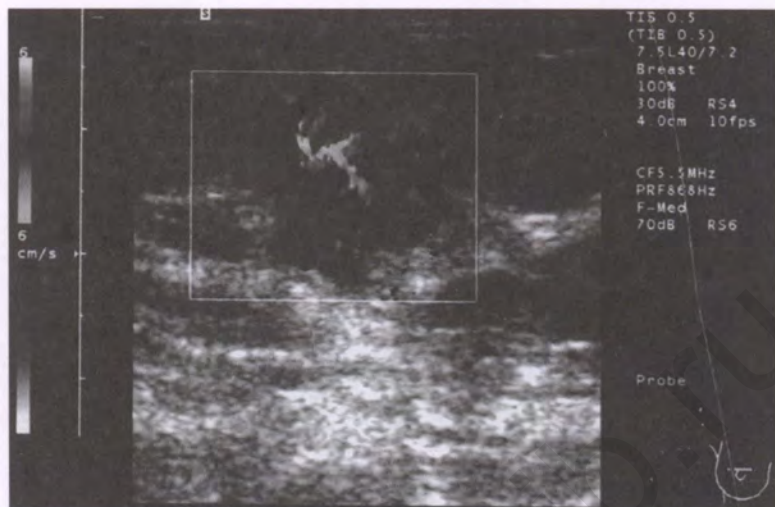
Ультразвуковая томограмма опухоли молочной железы. Импульсный режим
